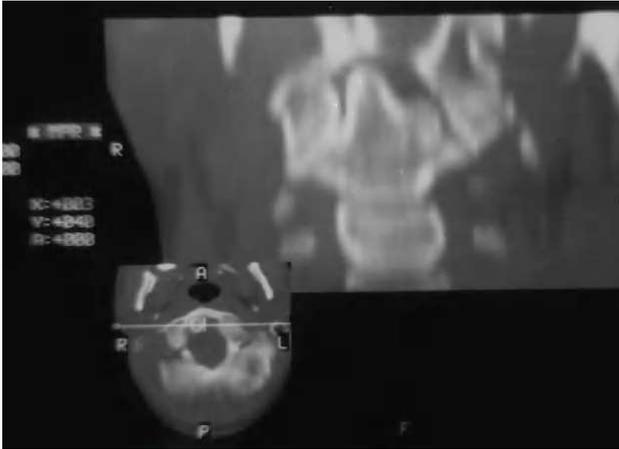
Reconstrucción de tomografía computarizada que muestra que el desarrollo del axis no ha sido simétrico.
